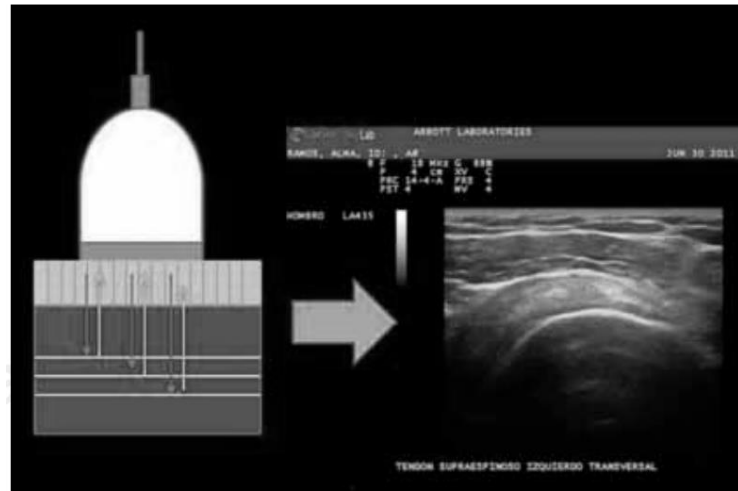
Conversión de imágenes en USG.
